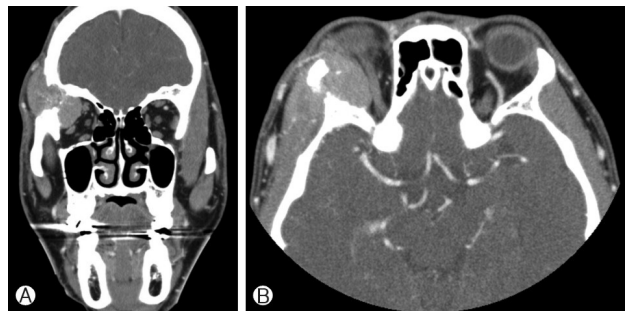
Initial face 3D-CT shows bone metastasis in right lateral orbital rim involving right orbit, temporalis muscles, frontal skull and periorbital soft tissue. (A) coronal view, (B) axial view.
